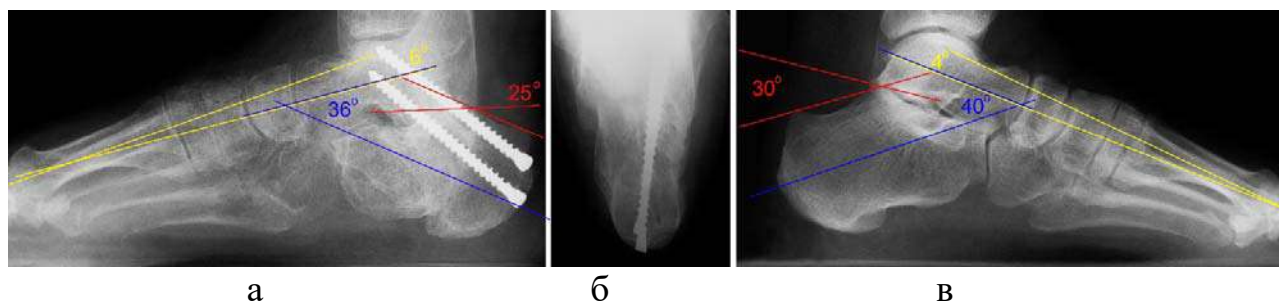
Фотовідбитки рентгенограм у бічній (а), аксіальній (б) проєкціях правої стопи після лікування і бічної проєкції (в) лівої стопи
